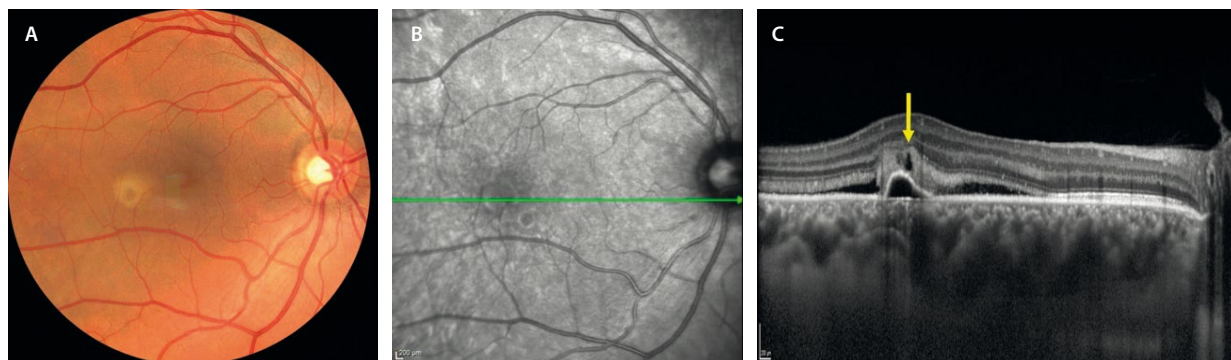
Signo de la vacuola. A) La retinografía muestra fluido de alta densidad amarillento fibrinoide. B) El corte de la imagen cercana a la infrarroja corresponde a la tomografía de coherencia óptica (C), donde se aprecia un desprendimiento del epitelio pigmentario de la retina seroso y cupuliforme con un desprendimiento del neuroepitelio seroso más plano, que presenta características de fluido de alta densidad o material hiperreflectivo subretiniano sobre el desprendimiento del epitelio pigmentario de la retina, lugar en el que se aprecia una estructura circular hiporreflectiva (flecha amarilla) conocida como el «signo de la vacuola» o *hyporeflexive lucency sign*, típico de la coriorretinopatía serosa central.
